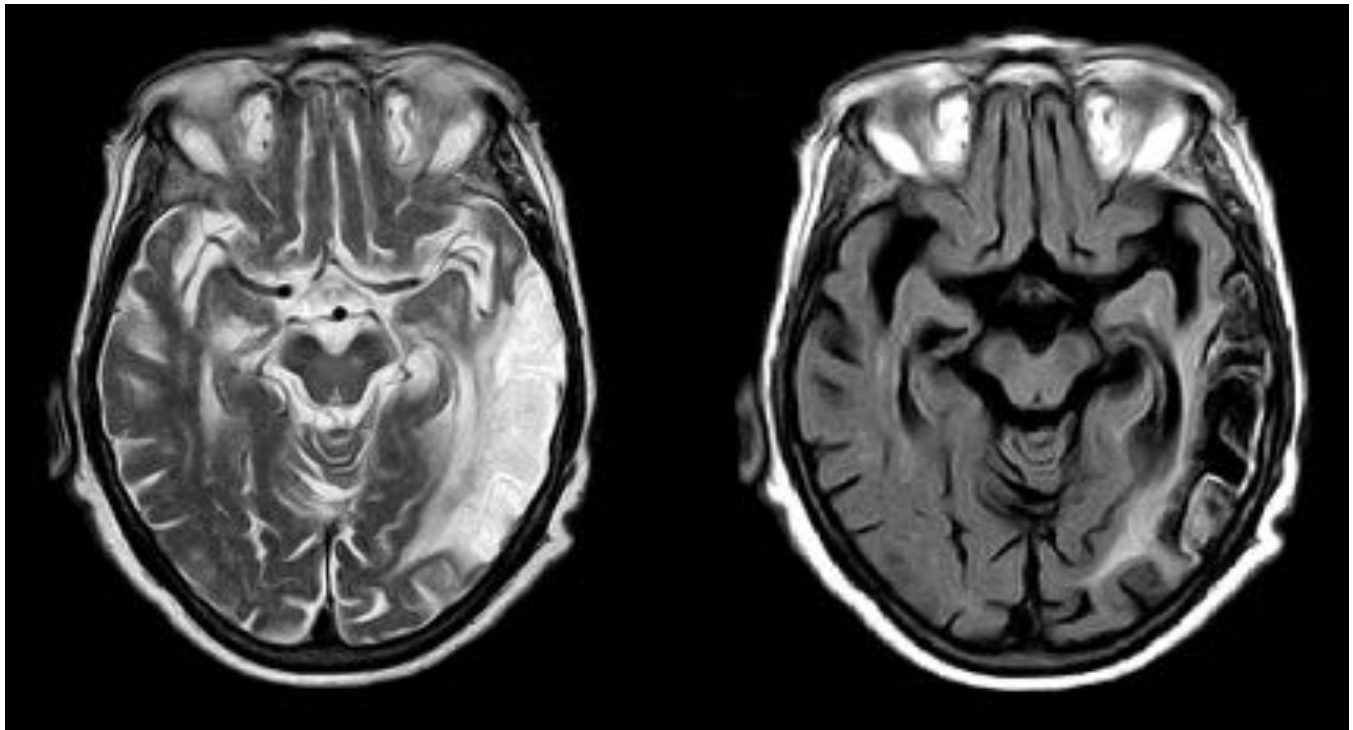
Cortes axiales T2 y FLAIR. Se observa área córtico-subcortical t mporo-occipital izquierda que se muestra hiperintensa en T2 e hipointensa en FLAIR; en esta secuencia presenta un  rea hiperintensa adyacente, en relaci n a lesi n isqu mica.
